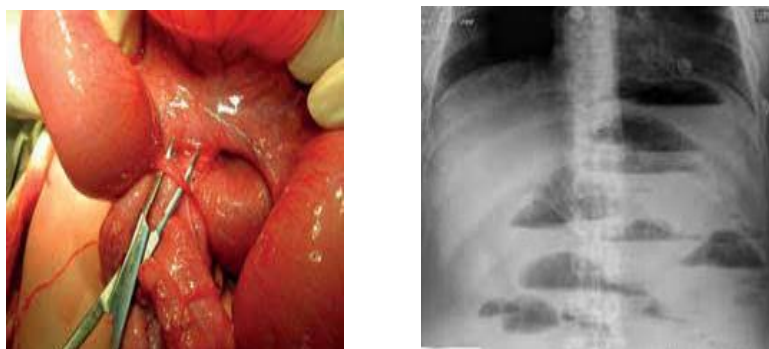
Спаечная кишечная непроходимость. Обзорной рентгенограмме органов брюшной полости
